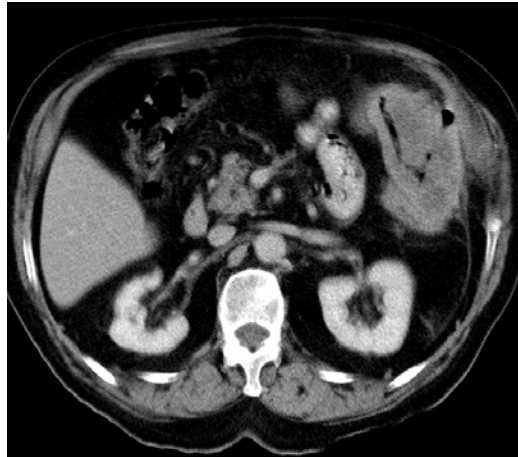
Imazhe aksiale të CT-Scan, evidentohet formacion në fleksurën lienale, me infiltrim të murit abominal, i vlerësuar si T4.
